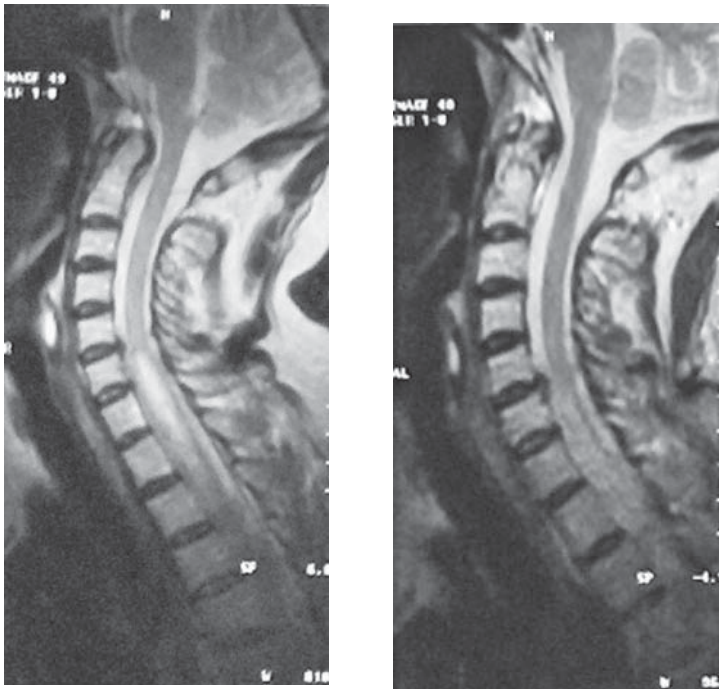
RMN a pacientei M.:
